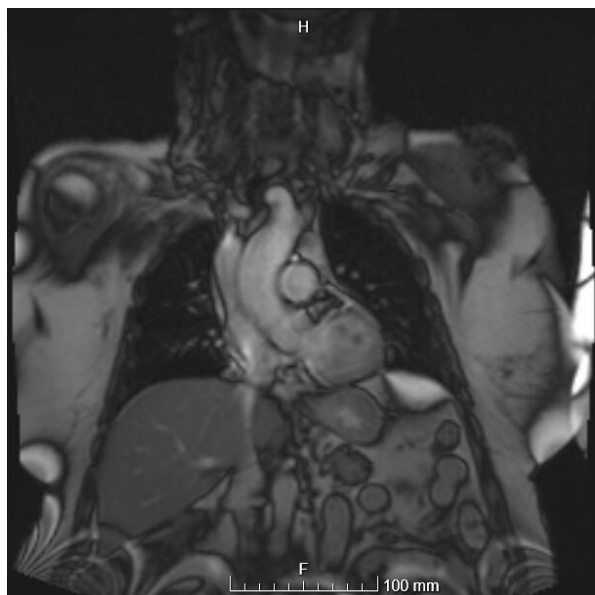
Resonancia magnética cardíaca, donde se descarta afectación cardíaca, aunque ésta puede aparecer hasta 5 años tras el diagnóstico
